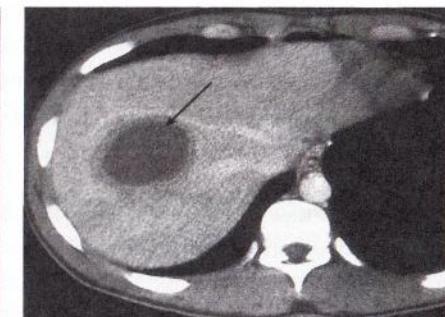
КТ Стрелкой указан абсцесс печени
